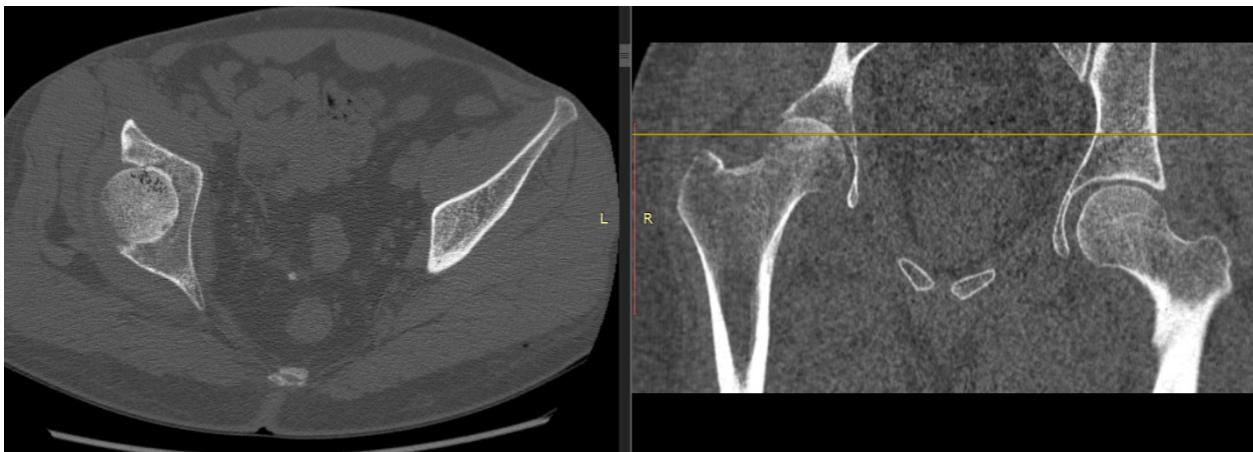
Компьютерные томограммы тазобедренных суставов пациента Х. от 29.05.2023
